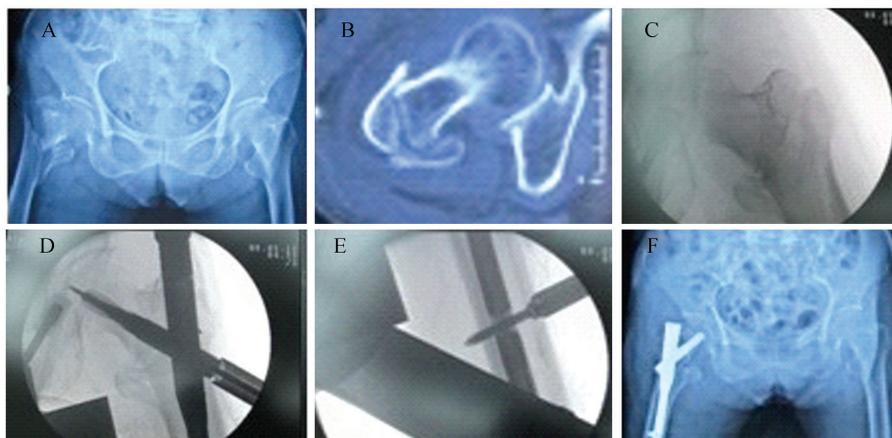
牵引床闭合复位 PFNA 内固定治疗股骨转子间骨折术前、术中、术后影像学照片 A:术前骨盆正位 X 片;B:术前骨折端三维 CT;C:术中牵引复位 C 臂透视骨折端正位片;D:术中置入螺旋刀片透视正位片;E:术中置入远端锁钉透视正位片;F:术后复查骨折端正位 X 片
